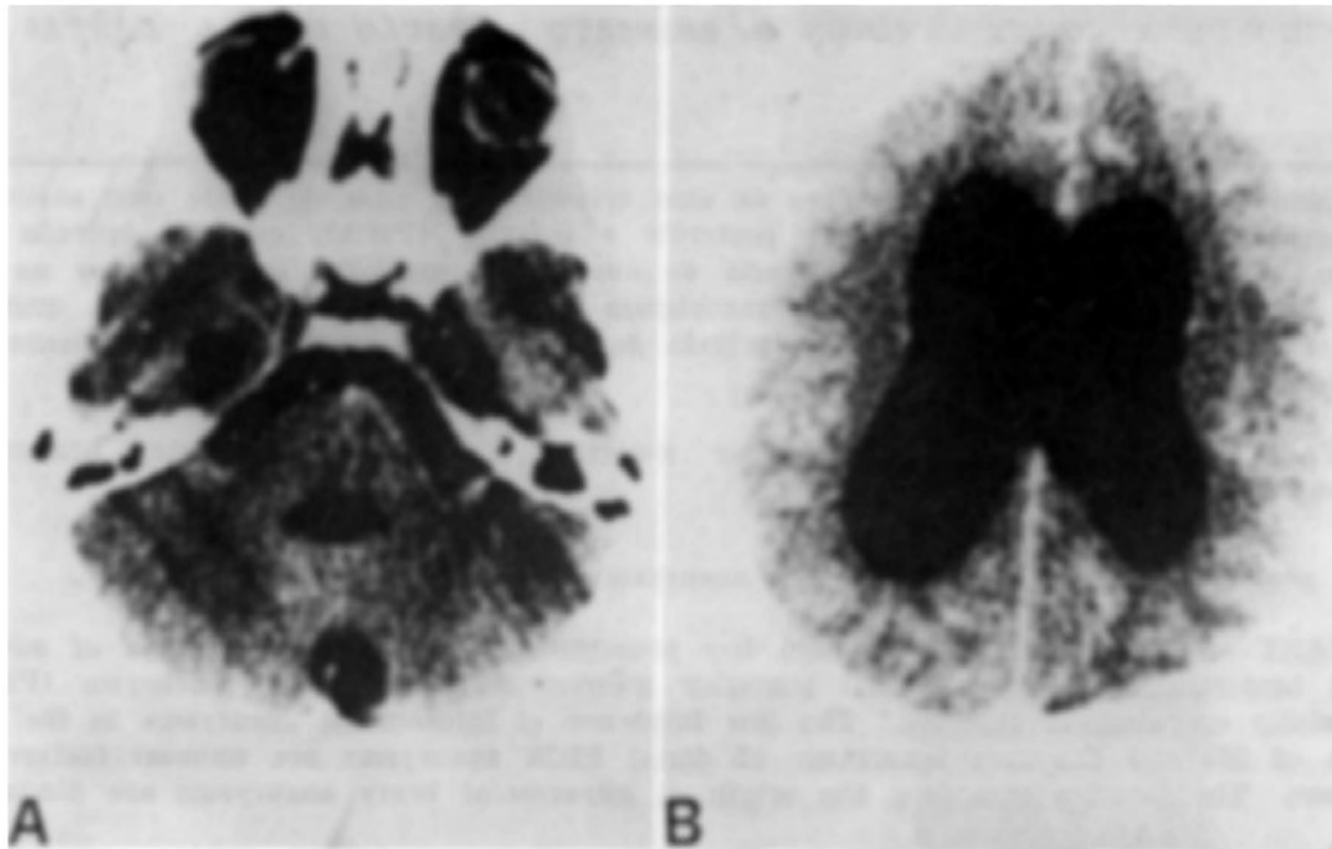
Caso ASO. Tomografia computadorizada. Note-se dilatação tetraventricular.
